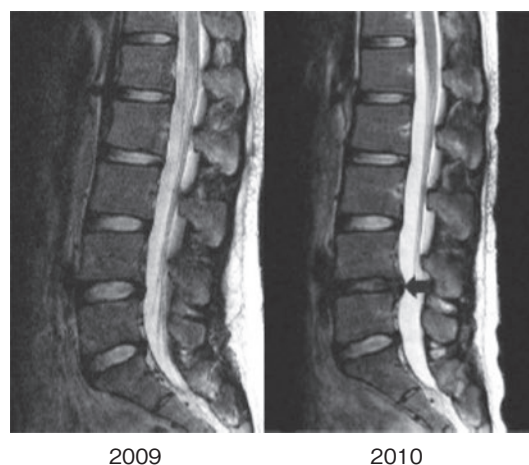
JISSにおける腰椎MRIメディカルチェック結果の1例
